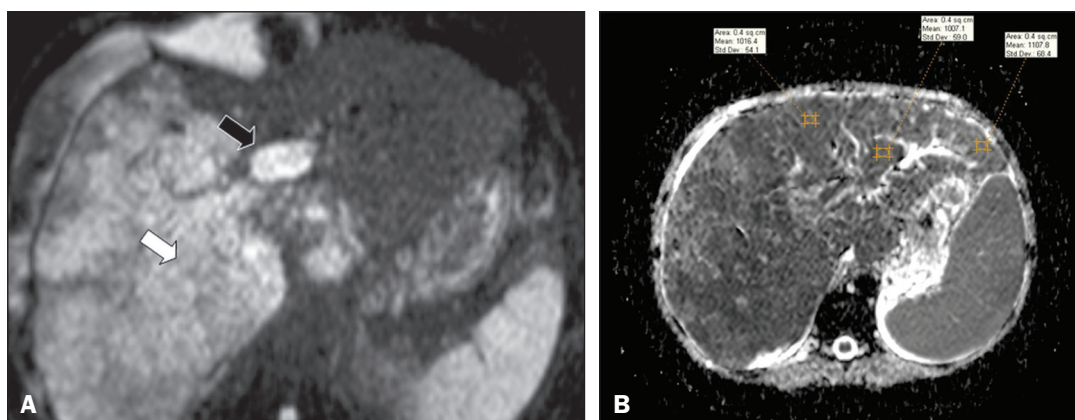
A: Paciente com doença hepática crônica e CHC difuso. Imagem obtida em RM (DWI) demonstrando restrição no lobo hepático direito (seta branca) e no ramo esquerdo da veia porta (seta preta). B: Outro paciente com doença hepática crônica e CHC difuso, em que o ADC medido no trombo foi $1,0 \times 10^{-3} \text{ mm}^2/\text{s}$, valor semelhante ao encontrado no tumor.
